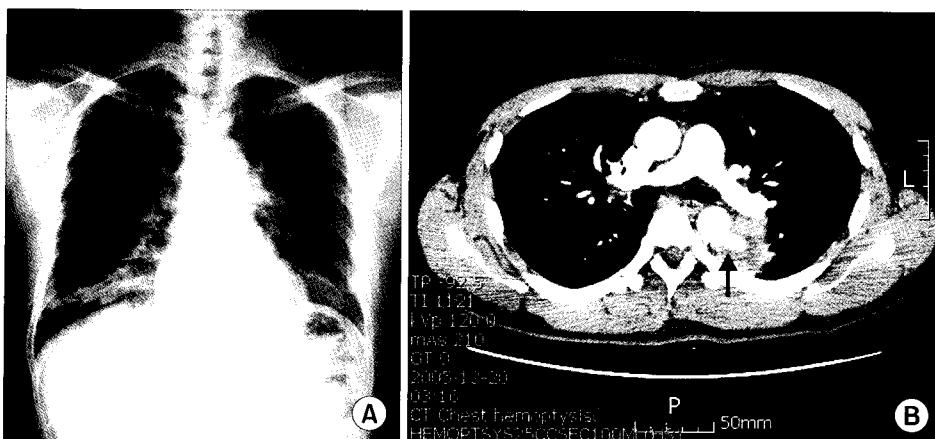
(A) Preoperative chest X-ray shows diffuse haziness in both lower lung fields. (B) Preoperative chest CT shows aneurysmal change of descending thoracic aorta, and aorto-bronchial fistula (arrow), which was originated from this aneurysm, communicated to left lower lobe.
